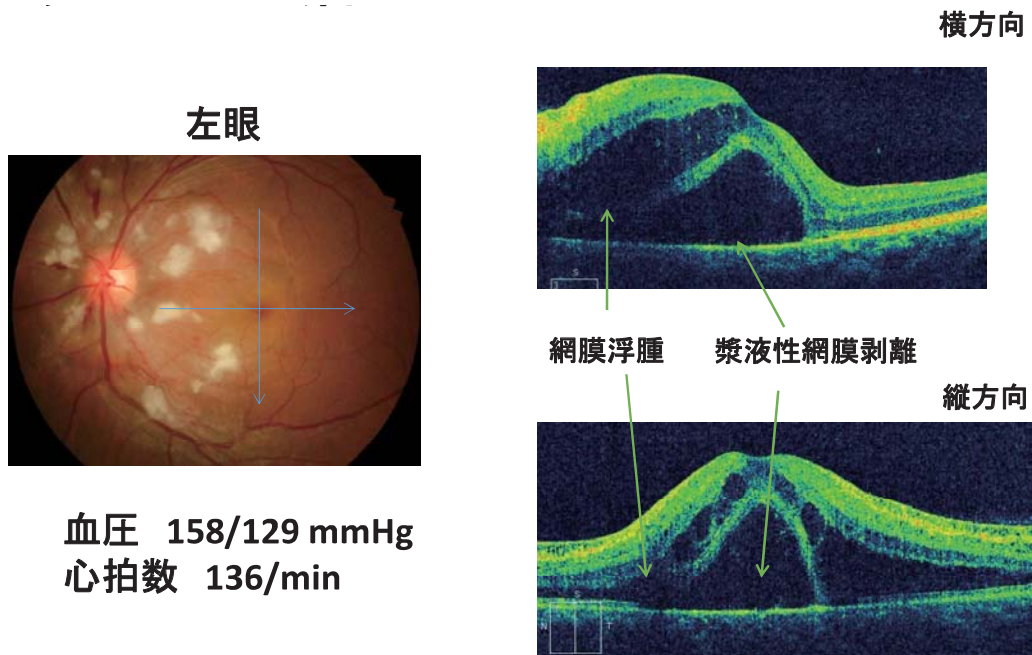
OCT (optical coherence tomography) 光干渉断層計
